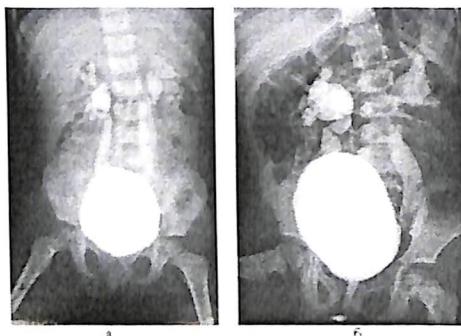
Микционная цистография. Двухсторонний пузирно-мочеточниковый рефлюкс
